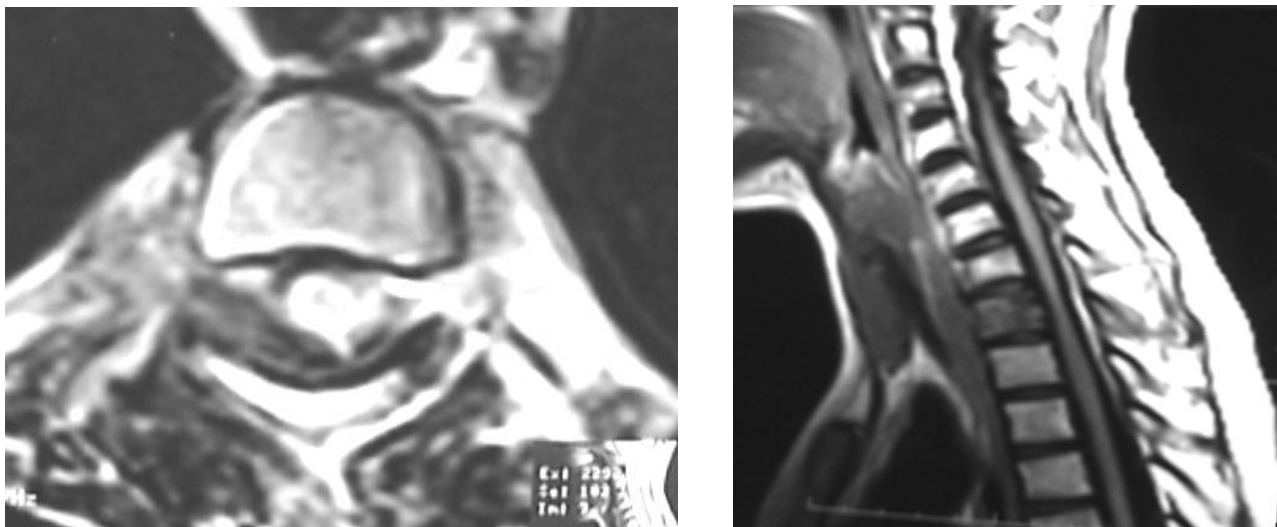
IRM en coupe sagittale en T1 montrant un hypo signal T1 de la première vertebre dorsale avec infiltration épidurale.
